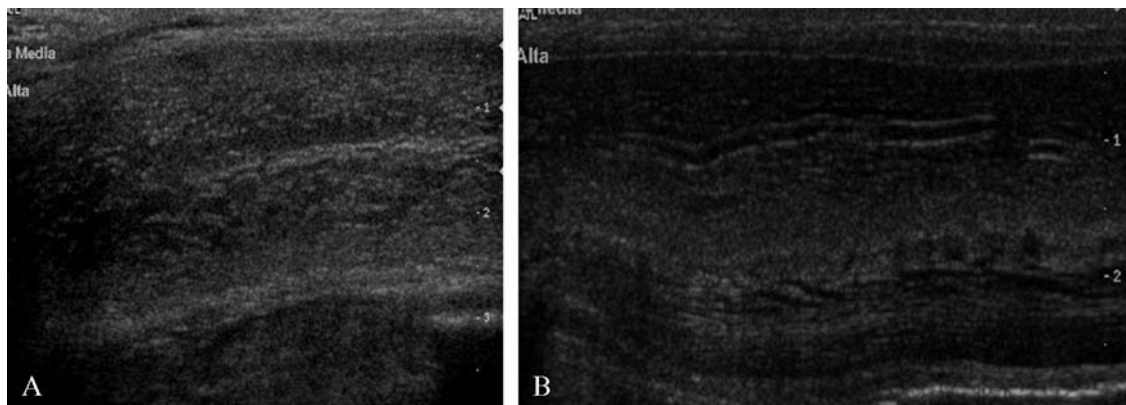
Ultrasonography of the penis in longitudinal scan at rest (A) and in erection after pharmacologic stimulation with prostaglandin E1 (B). The cavernosal artery shows wall thickening and a reduced dilatation with tortuosity, responsible of erectile dysfunction.
